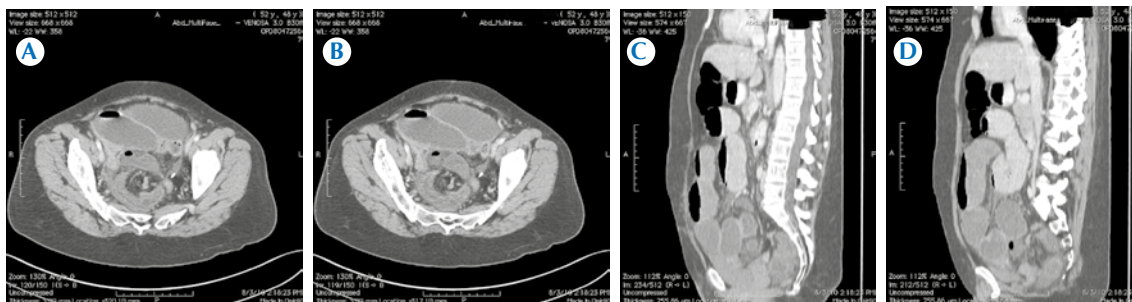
A-B) Caso número 4, mujer de 48 años con síndrome de obstrucción intestinal. Se efectuó tomografía computada abdominopélvica que demostró obstrucción intestinal mecánica con asas de intestino delgado a nivel del hueco pélvico, líquido libre intraabdominal e identificación de estructura tubular con nivel hidroaéreo en el hueco pélvico en estrecha relación con el sitio de transición que condicionan la sospecha de diverticulitis de Meckel. C-D) Caso número 4, tomografía computada abdominopélvica con reconstrucción multiplanar sagital que demuestra obstrucción intestinal mecánica con asas de intestino delgado a nivel del hueco pélvico, líquido libre intraabdominal e identificación de estructura tubular con nivel hidroaéreo en el hueco pélvico en estrecha relación con el sitio de transición que condicionan la sospecha de diverticulitis de Meckel. Fue sometida a laparotomía exploradora con resección intestinal que demostró, en la cara antimesentérica, divertículo de Meckel de 8 cm de longitud y de 1.5-3 cm de diámetro con diverticulitis aguda fibrinosa purulenta severa, perforada.
